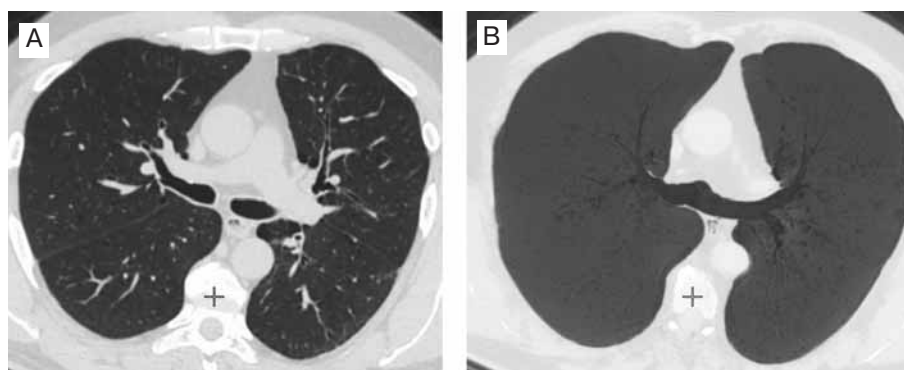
Начальные признаки эмфиземы легких курильщика (мультиспиральная компьютерная томография): А – нативный аксиальный срез – убедительных данных за патологические изменения не получено; В – тот же больной (обработка в MinIP-режиме) – признаки развивающейся эмфиземы
